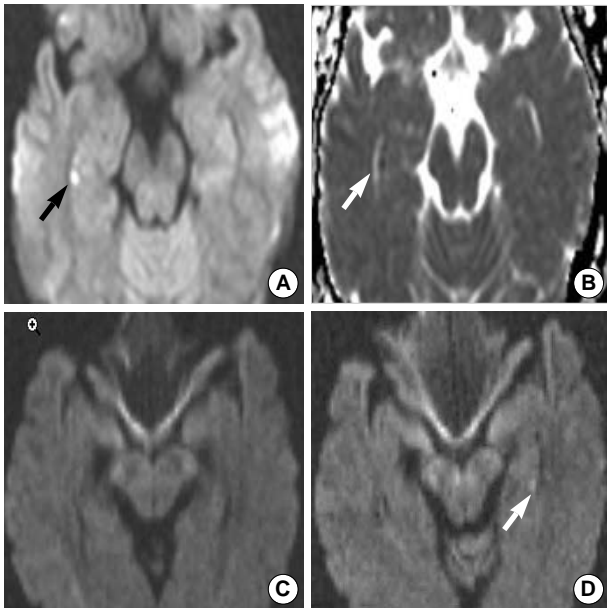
Diffusion-weighted MR images of the patients. Patient 1: Axial scan of diffusion weighted MRI (A) and apparent diffusion coefficient maps (B), which were taken 3 days after TGA attack, shows a high-signal lesion on DWI and low signal change on ADC maps in the CA1 portion of right hippocampal area. Patient 2: Axial scan of DWI did not detect significant lesions in hyperacute stage (C), but high signal lesion in the left hippocampus after 72 hours exist (D).
